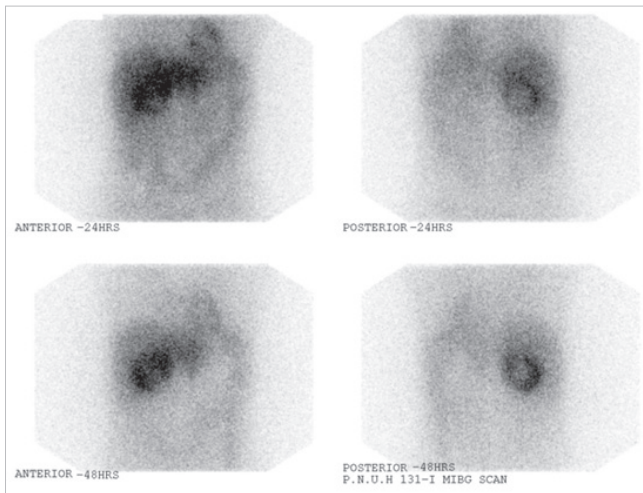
Preoperative ^{131}I -metaiodobenzylguanidine (MIBG) scan. ^{131}I -MIBG scan shows increased uptake in the right upper quadrant of the abdomen (corresponding the cystic mass in right adrenal area on computed tomography scan).
